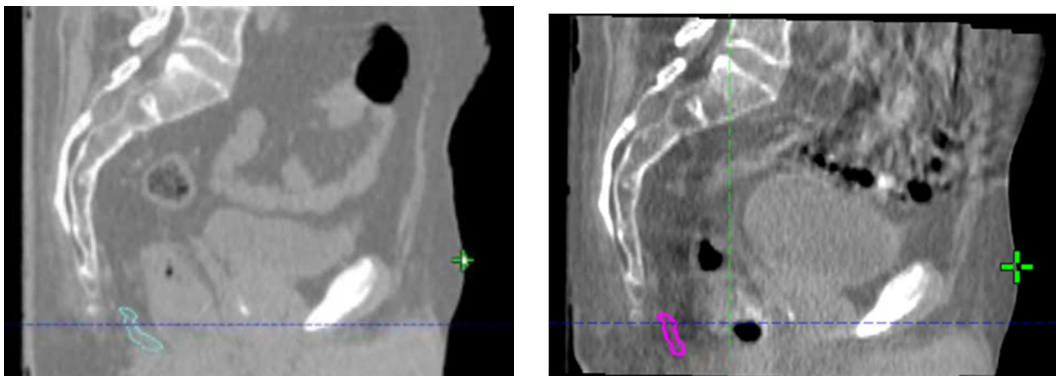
Visione sagittale muscolo elevatore dell'ano nella TC di centraggio a sn e nella CBCT2 a dx
